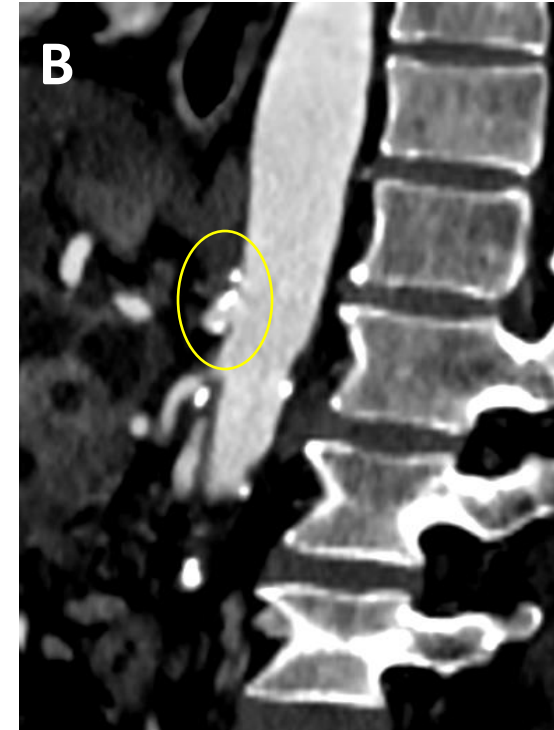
Las imágenes A y B muestran TC de pacientes con colecistitis alitiásica como complicación de la PS, en la que se muestra una AHD con origen desde AMS (A, flecha roja) y una placa cálcica en el origen del TC (B, círculo amarillo).
